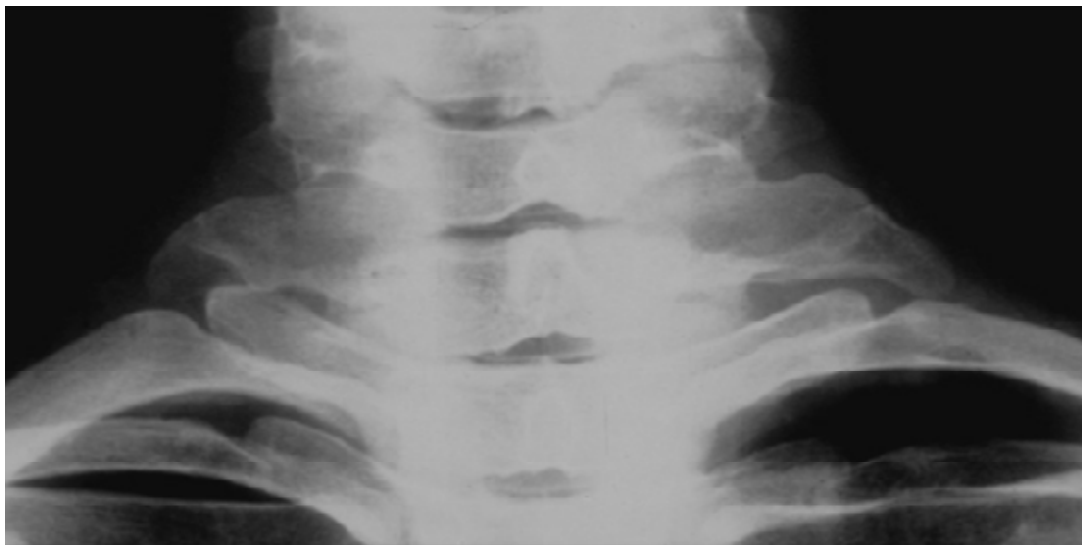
Radiographie montrant une apophysomégalie de C7. (27)
